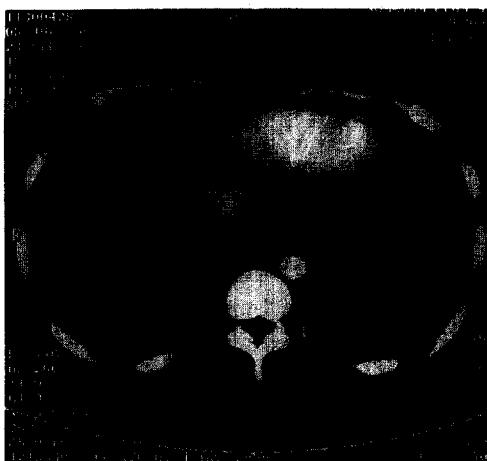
Chest CT scan revealed pleural effusion and pleural thickening at both lower thorax.
